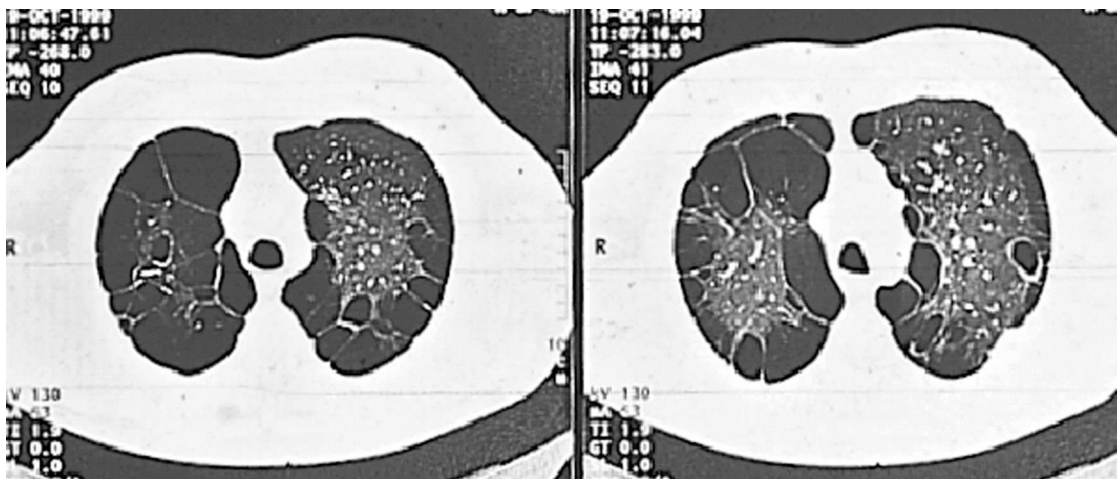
TC torácica (Outubro 1998). Enfisema bolhoso bilateral.
